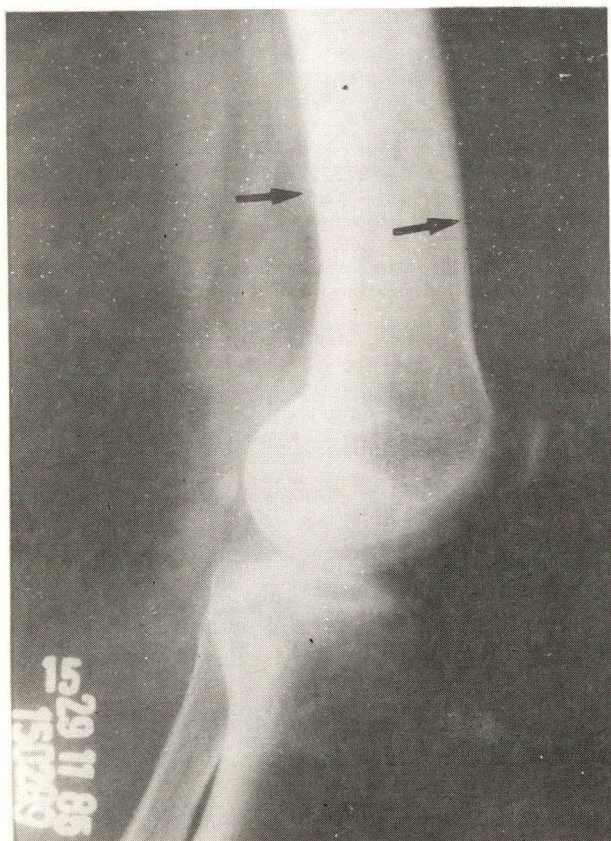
Radiografia de ossos longos evidenciando periostite (setas).
